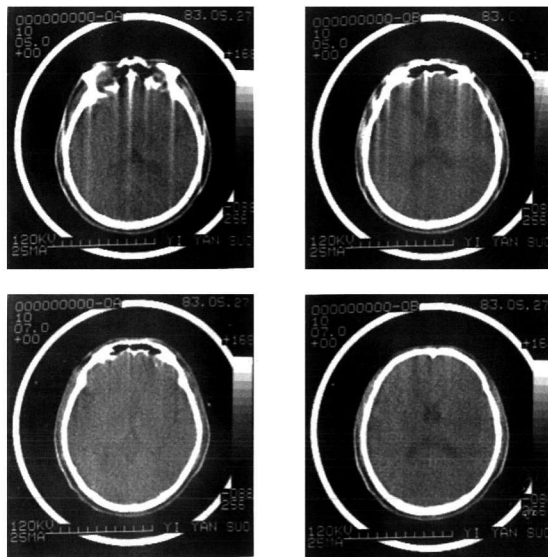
国产第一台 CT 所拍摄的首例头颅影像
